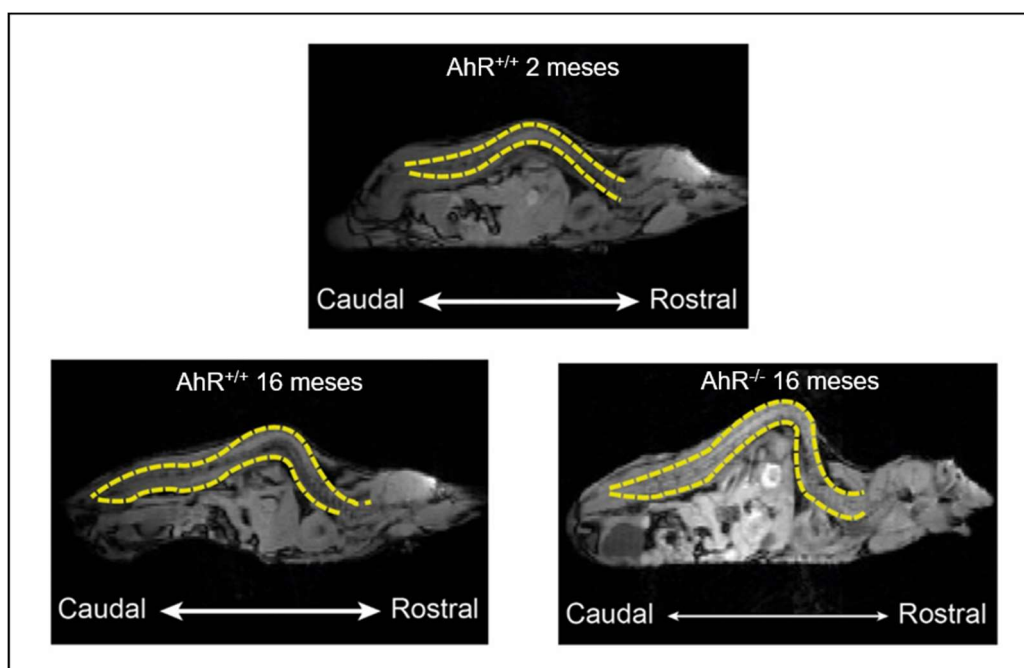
Imágenes de resonancia magnética de columna vertebral de ratón. Imágenes representativas de la columna vertebral de ratón joven (panel superior), de ratón envejecido (panel inferior izquierdo) y de ratón envejecido $AhR^{-/-}$ (panel superior derecho).
